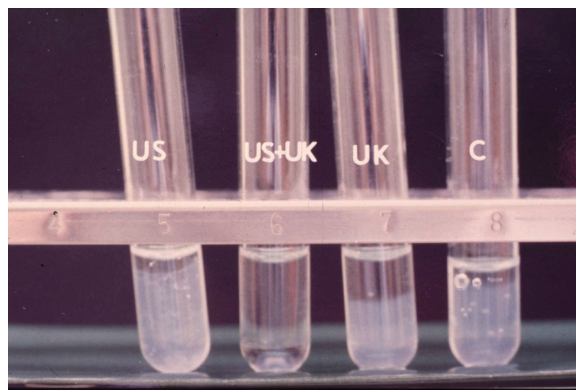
フィブリン人工血栓（US: 超音波, UK: ウロキナーゼ, C: コントロール）。左から2列目の試験管が超音波照射とウロキナーゼ添加を併用したもの。
